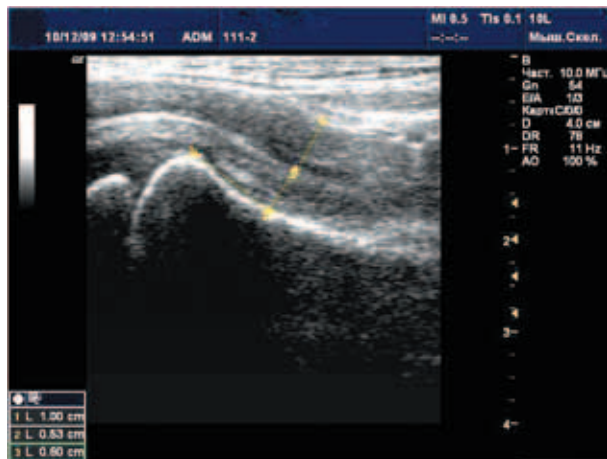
Эхограмма ребенка М., 3,5 мес. УЗИ передним доступом. Продольное сканирование. Измерение ШКР и ППМ
